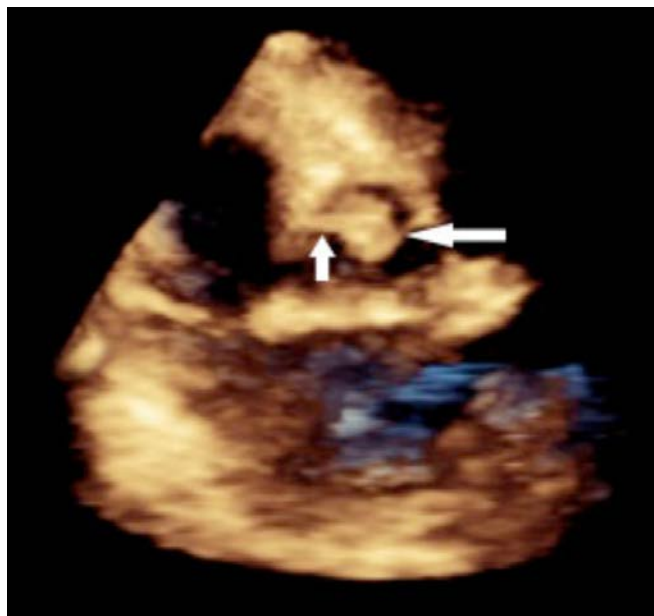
Ecocardiogramma transtoracico tridimensionale; freccia corta: peduncolo; freccia lunga: massa.
